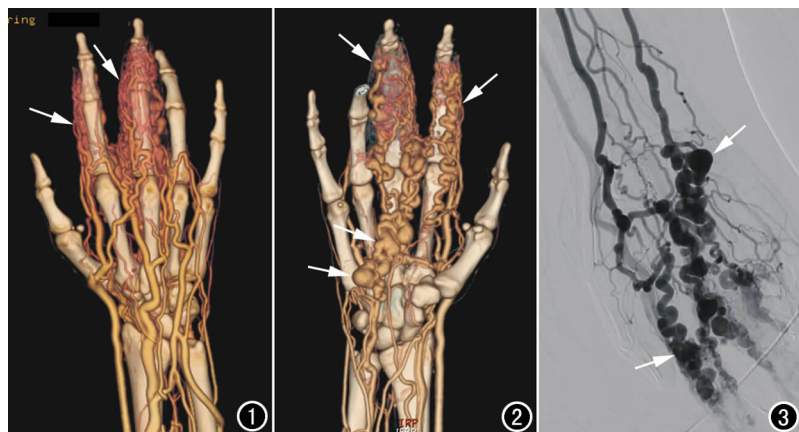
CTA VR 图(背侧)示右手食指、中指血管增粗迂曲(箭)。
